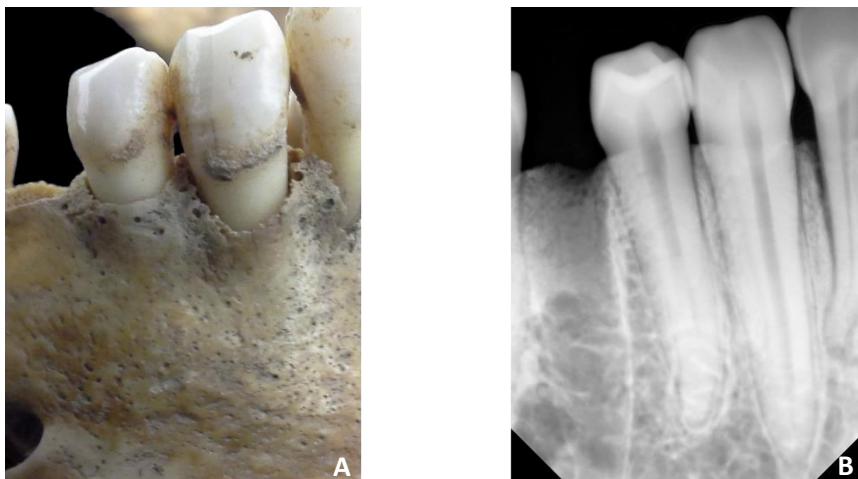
Canino inferior direito (dente 43) do indivíduo 57 (PAVd'09). A – Fotografia *in situ*. B – Radiografia periapical labio-lingual *in situ* com visibilidade da câmara polpar.
